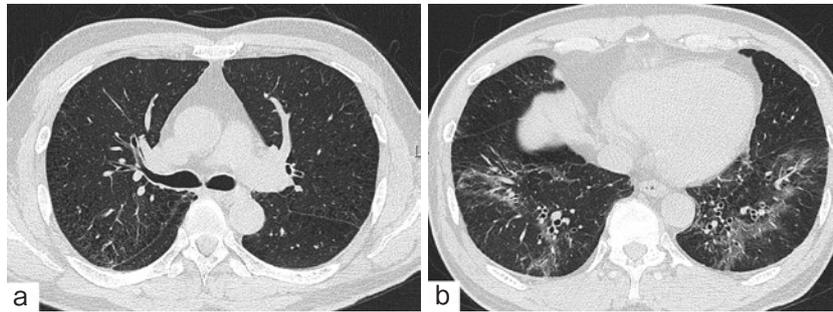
胸部CT (2013年8月). (a) 気管分岐部レベル, (b) 下葉レベル. 背景に気腫性変化を認め, 両側下葉にすりガラス様陰影を認める.
